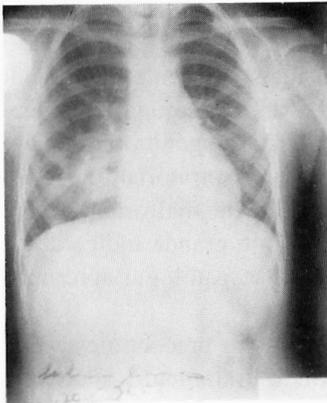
Telerradiografia pulmonar da criança com quistos broncogénicos (caso 13)
